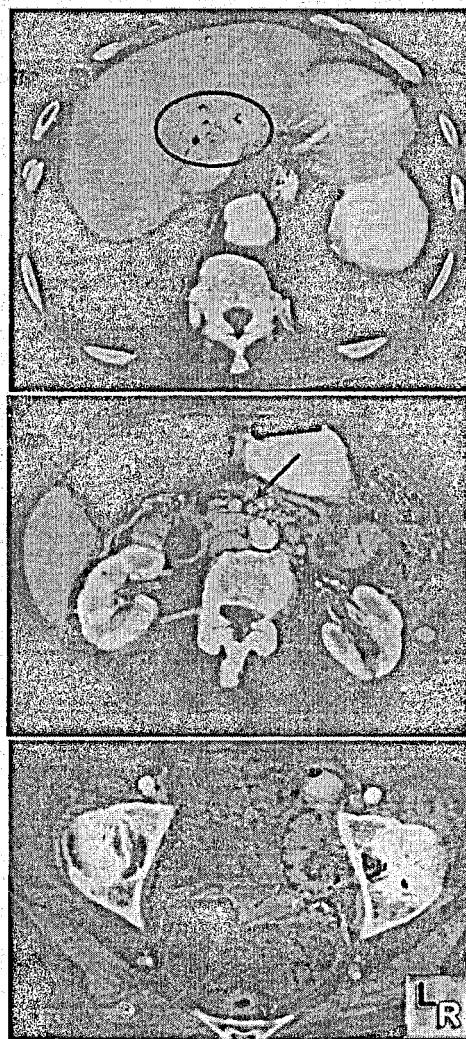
Computed tomography angiography (CTA) demonstrating hepatic venous air (top, blue circle). The superior mesenteric artery (SMA) is occluded (middle image, blue arrow). There is extensive colonic pneumatosis and ascites (bottom image, red arrows). Available at: <http://www.learningradiology.com/notes/gintones/mesentericischemiapage.htm>.
